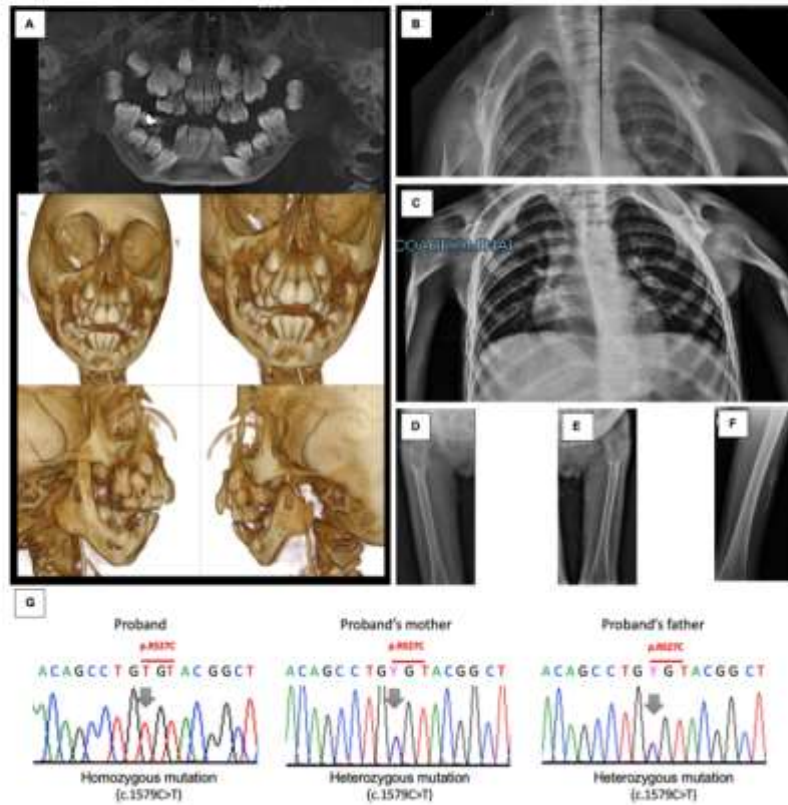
Exams result (A - cone-beam computed tomography images: hypoplasia of the mandible branch, with agenesis of the condyles bilaterally and teeth crowding; B - radiographic findings: clavicle absent, with the presence of local amorphous bone mass confluent with the scapulae, C - humerus and shoulder joints with subluxation and major bone dysplasia; D - high hip dysplasia; E - Left hip dysplasia; F - significant osteopenia and subcutaneous calcification; G - Sequencing of the patient's genetic material and their parents).
